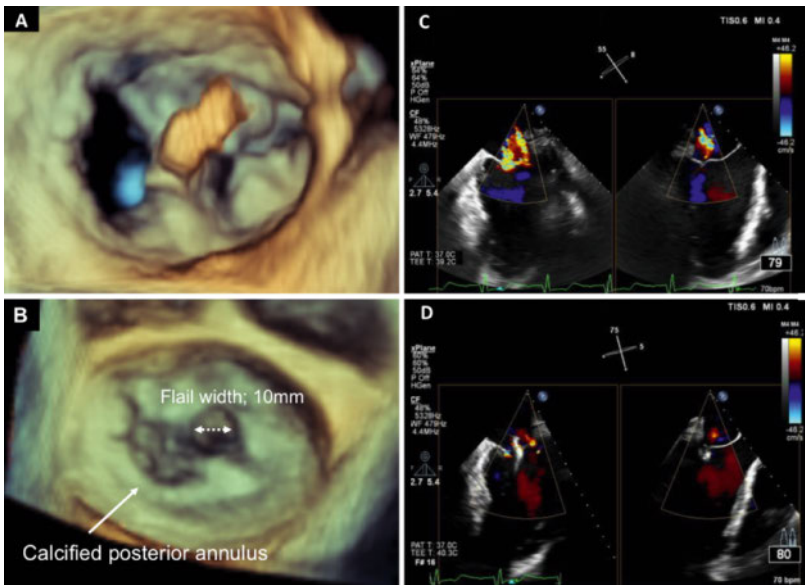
(A) Der MitraClip® während der Implantation. Die transösophageale 3D-Echokardiografie zeigt während der Diastole eine doppelte Öffnung nach dem Clipping (Perspektive vom linken Vorhof). (B) Komplexe Läsion bei Morbus Barlow mit grossem interkommissuralem Flail und posteriorer Ringverkalkung, die bei der Erwägung einer kombinierten kathetergestützten direkten Anuloplastie in Betracht gezogen werden muss. (C) Paradigmatischer Fall einer schweren Mitralsuffizienz vor einem MitraClip®-Eingriff und (D) das Endergebnis nach dem Clipping.
